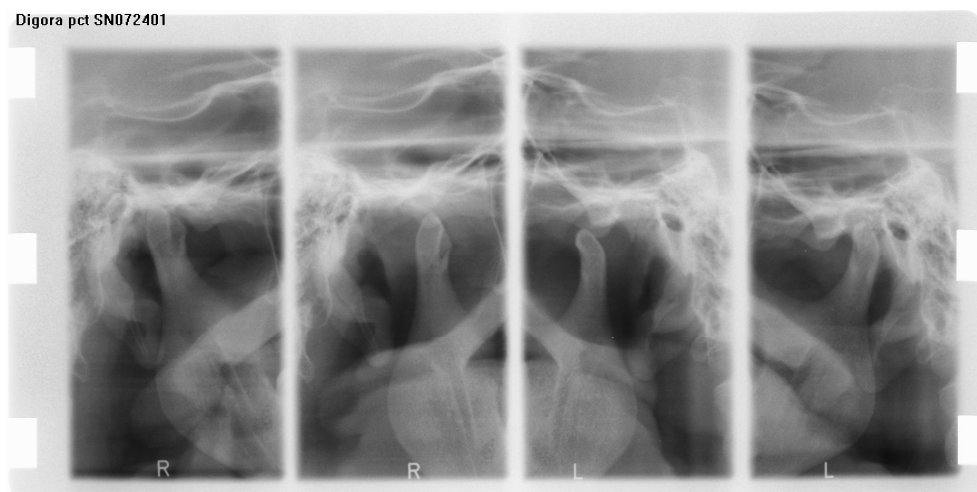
Рентгенограммы правого и левого ВНЧС при закрытом и открытом рте б-ой Т., ист. бол. 1111. Неполный вывих левого ВНЧС. Значительное расширение левой суставной щели в верхнем отделе и выраженное сужение в правой на рентгенограмме при закрытом рте; уплощение левой суставной головки
